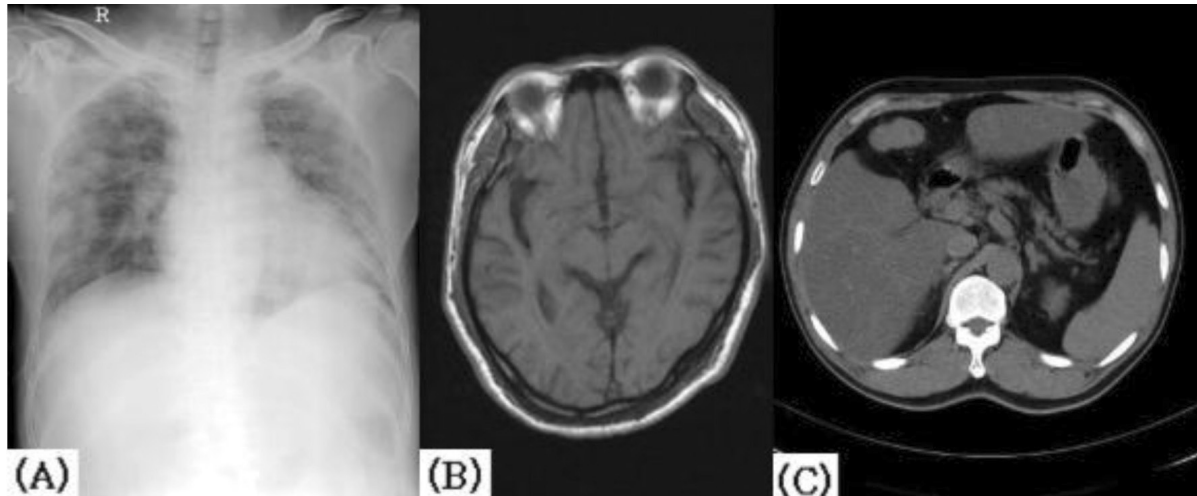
Initial radiologic findings. (A) Chest PA shows bilateral pneumonic infiltration, (B) Brain MR reveals no focal abnormality, (C) Abdomen CT shows no intrahepatic lesion.
